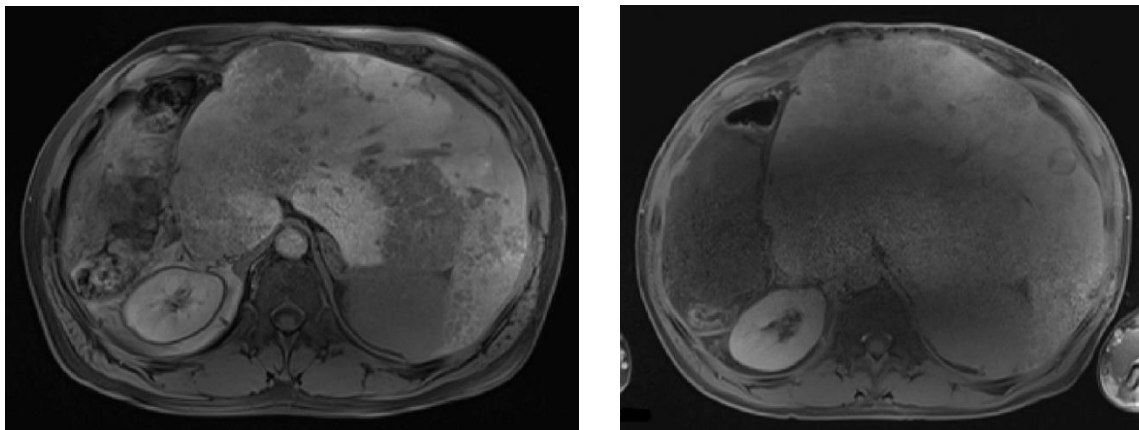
PET/MR vyšetření s 18 F, druhé ložisko HCC v levém laloku, 25.4.2019.
